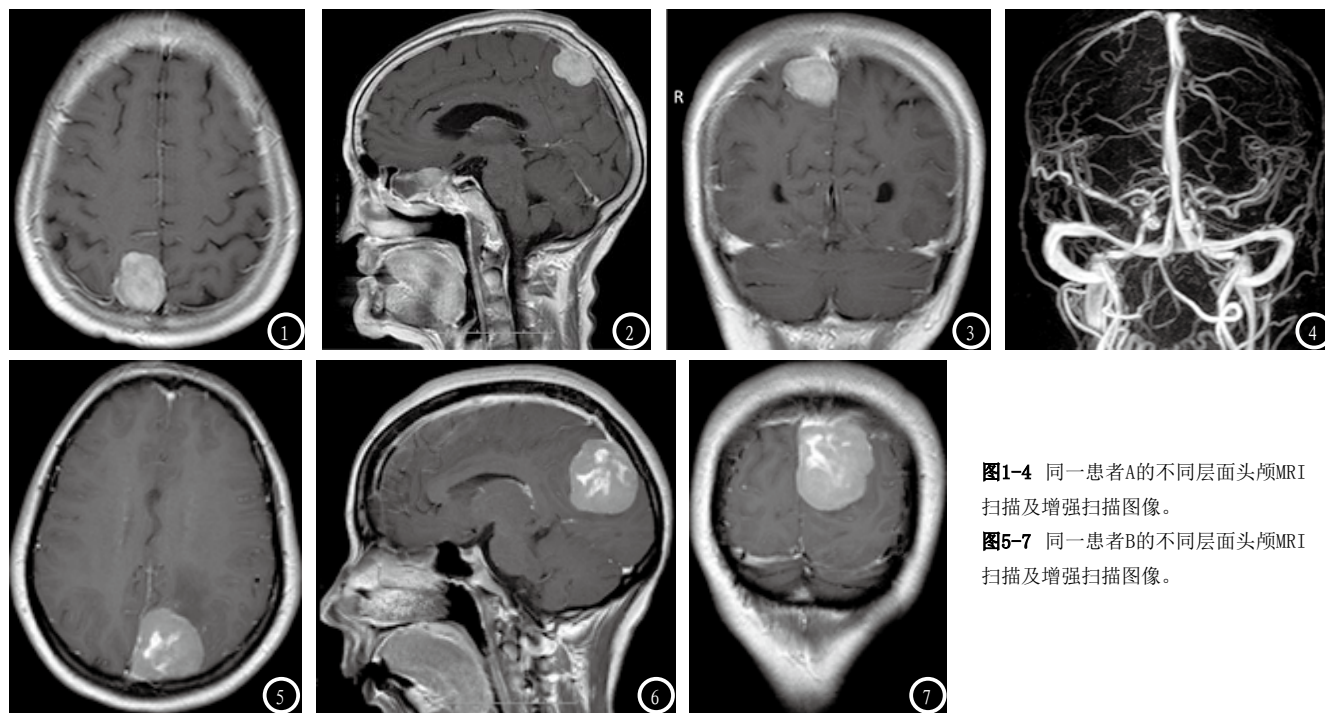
同一患者A的不同层面头颅MRI扫描及增强扫描图像。
